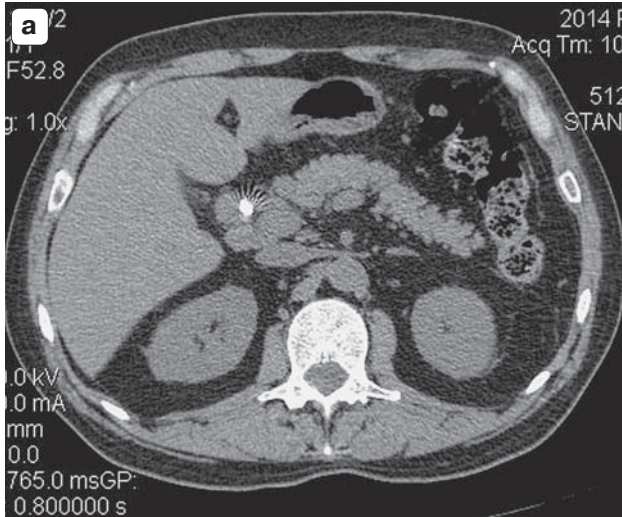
КТ-изображения органов брюшной полости. а – нативная фаза исследования, в средней трети печеночного протока, в области впадения пузырного протока определяется локальный участок утолщения стенки, имеющий рентгеновскую плотность 53 ед.Н; б – артериальная фаза, участок утолщения стенки протока с повышенной плотностью до 70 ед.Н; в – венозная фаза, участок утолщения стенки протока с повышенной плотностью до 70 ед.Н.
